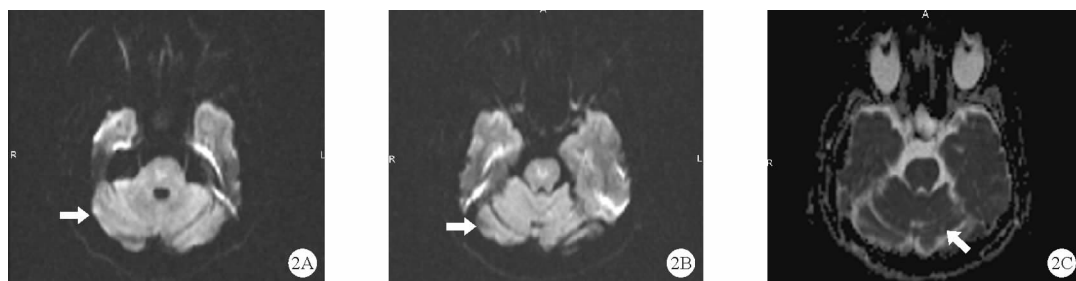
2017 年 11 月 30 日患者头颅 MRI 检查结果:A:DWI 序列,箭头所指部位为双侧小脑半球及小脑蚓部高信号病灶消失,呈等信号;B:DWI 序列,箭头所指部位为双侧小脑半球高信号病灶消失,呈等信号;C:ADC 序列,箭头所指部位为小脑半球低信号病灶消失,呈等信号
